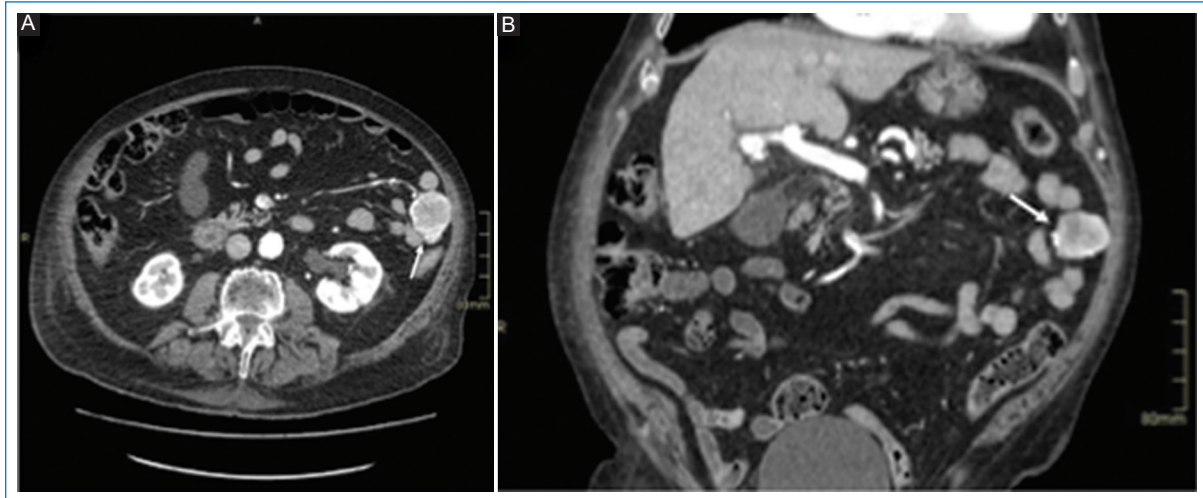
GIST. Tomografía computarizada de abdomen con contraste intravenoso. A: corte axial. B: coronal. En el flanco izquierdo se observa una masa sólida exofítica con realce moderado con el contraste intravenoso, dependiente de un asa de intestino delgado (flechas).
